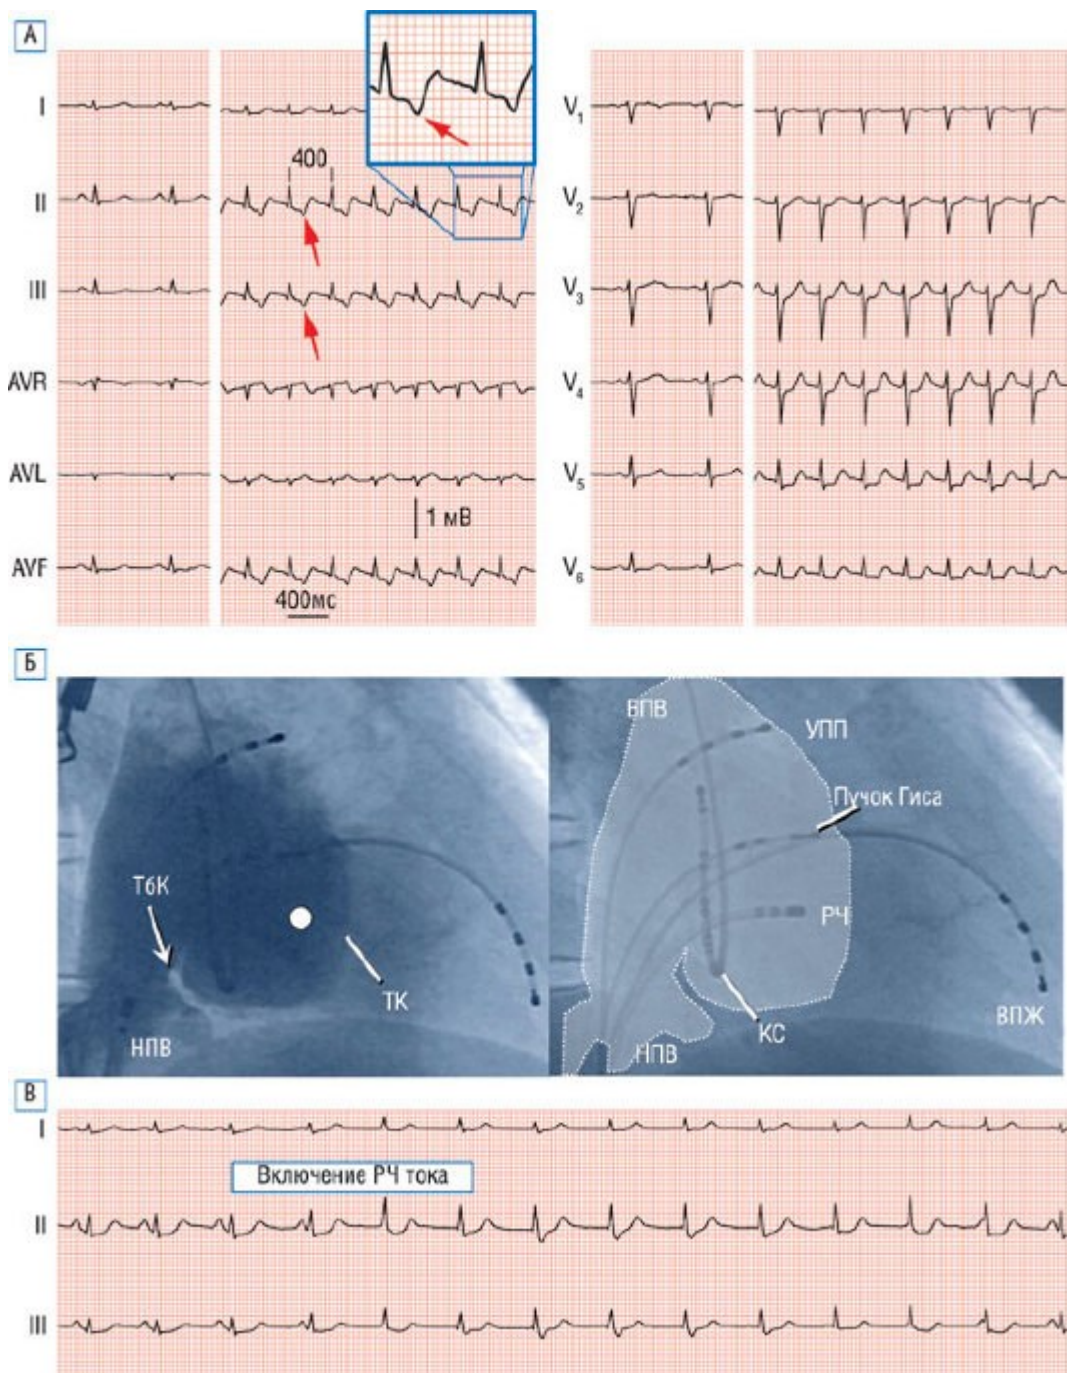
Медленный-медленный тип АВУРТ. А - ЭКГ при синусовом ритме и во время тахикардии. Электрокардиографически данная форма АВУРТ не может быть дифференцирована от АВРТ с участием скрытого нижнего парасептального ДПП. Ретроградные зубцы Р начинаются после окончания комплекса QRS, при этом $P-R > R-P$. На вставке показано увеличенное отведение II во время тахикардии, изображающее ретроградные отрицательные зубцы Р после комплекса QRS (стрелки). Б - ангиограмма ПП у данного пациента отражает границы ПП и треугольника Коха (изображение слева). Правосторонняя рентгенограмма с абляционным катетером (РЧ), расположенном в месте блокады медленного пути (изображение справа). Указанная точка представлена белым кружком на рентгенограмме ПП. Прозрачные контуры ПП и ТК наложены на рентгеновскую картинку справа. В - во время радиочастотного воздействия, которое привело к абляции медленного пути проведения и устранению тахикардии, возник ускоренный АВ-узловой ритм. НПВ - нижняя полая вена; ТК - трикуспидальный клапан; ТБК - тебевиев клапан; УПП - ушко правого предсердия.
